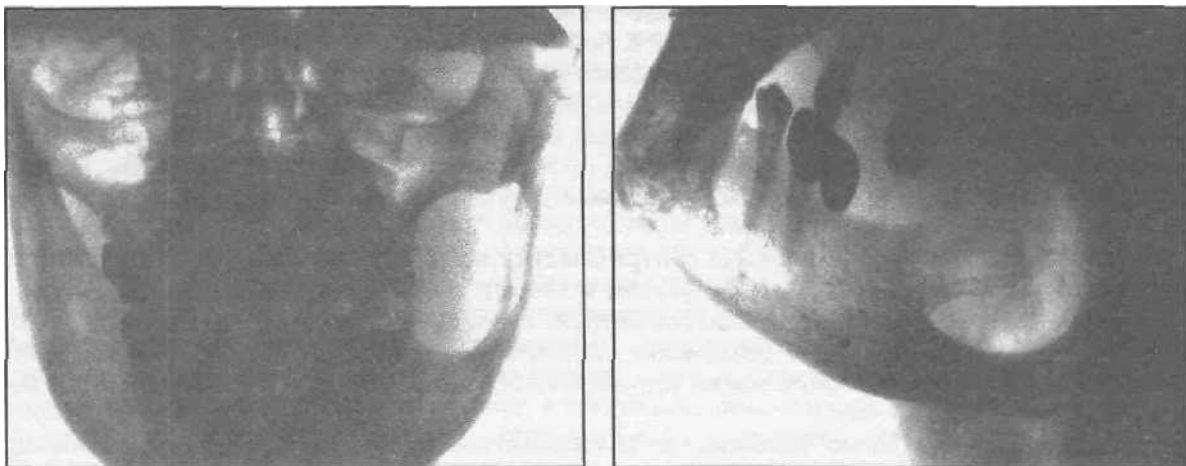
Рентгенограммы нижней челюст¹ больных ° эпидермоидными кистами (а, б, в).
